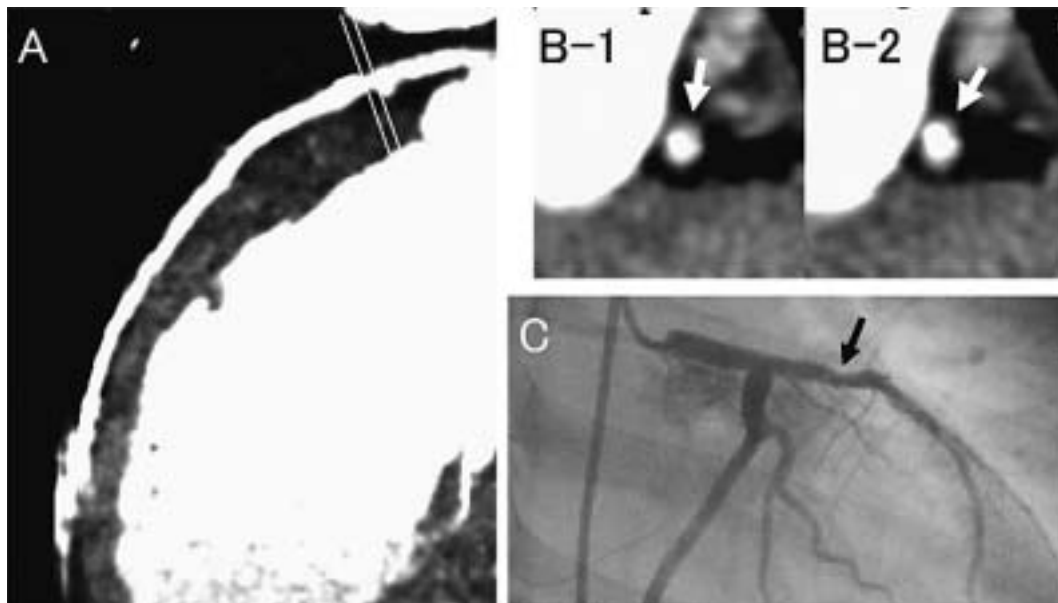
Case 7. Multislice spiral computed tomography images and coronary angiogram
